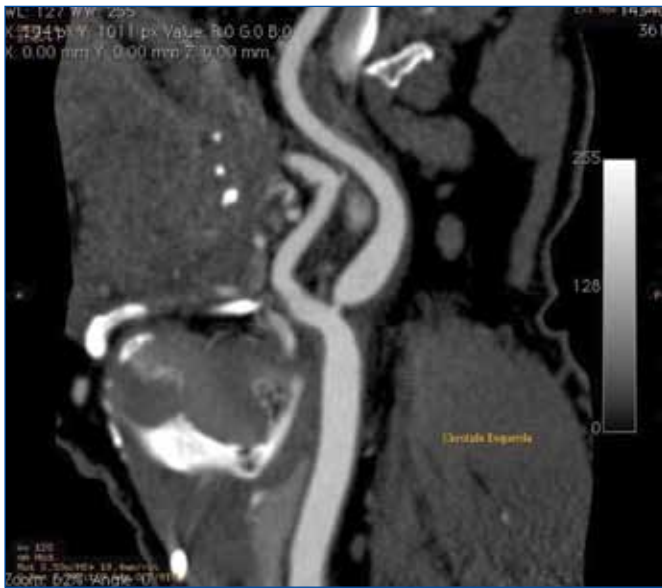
Angio-TAC cervical.
